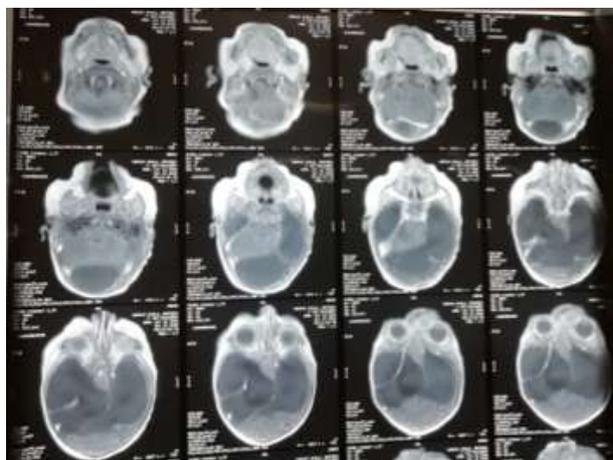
Resonancia Magnética Cerebral plano transversal.
